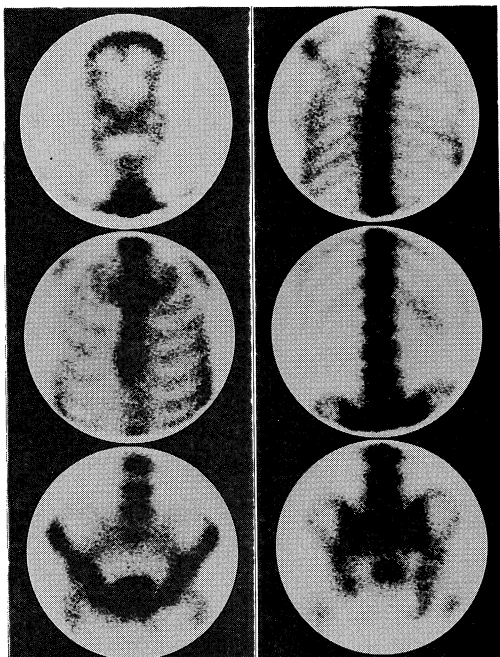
The bone scintigram shows diffusely increased uptake in the axial skeleton and decreased in the kidney (Case 8).
